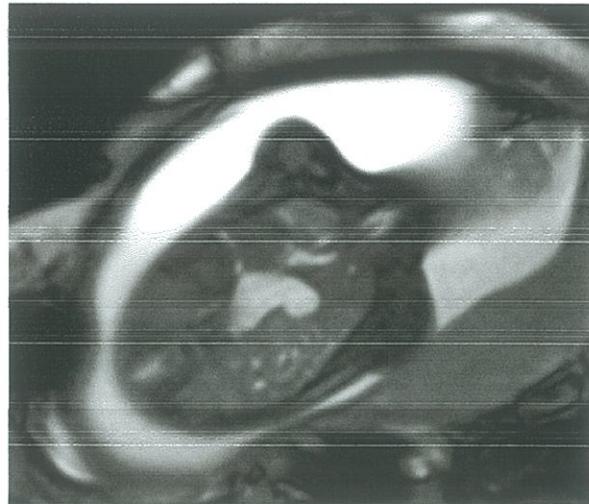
Ecografía fetal en un corte coronal donde se evidencia la presencia de órganos abdominales en el tórax, no hay una línea diafragmática normal. En la resonancia en un corte similar se distingue con claridad
